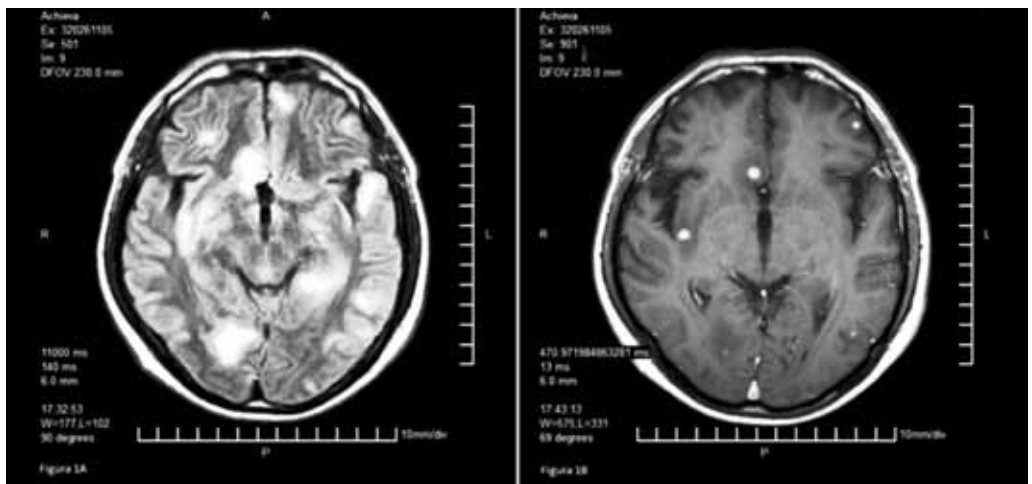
e 1B – A) Ressonância Nuclear Magnética demonstrando lesões nodulares difusas em Flair. B) Ressonância Nuclear Magnética demonstrando lesões nodulares difusas, realçadas por contraste em T1.
